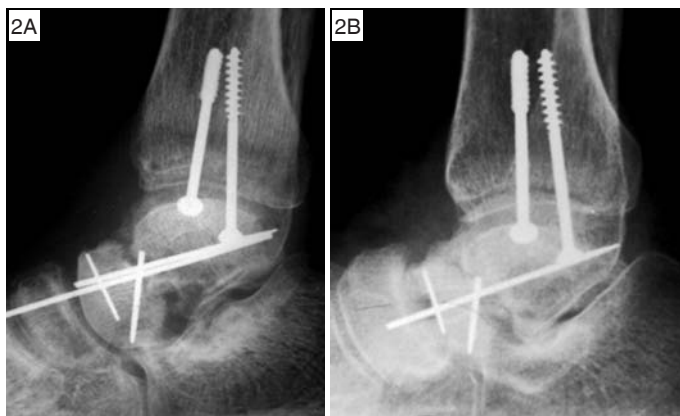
Paciente 18 – Radiografia do tornozelo em perfil com seis meses de seguimento pós-operatório, apresentando retardo da consolidação (2A) e com 14 meses de seguimento pós-operatório (2B), apresentando consolidação viciosa do foco da fratura
